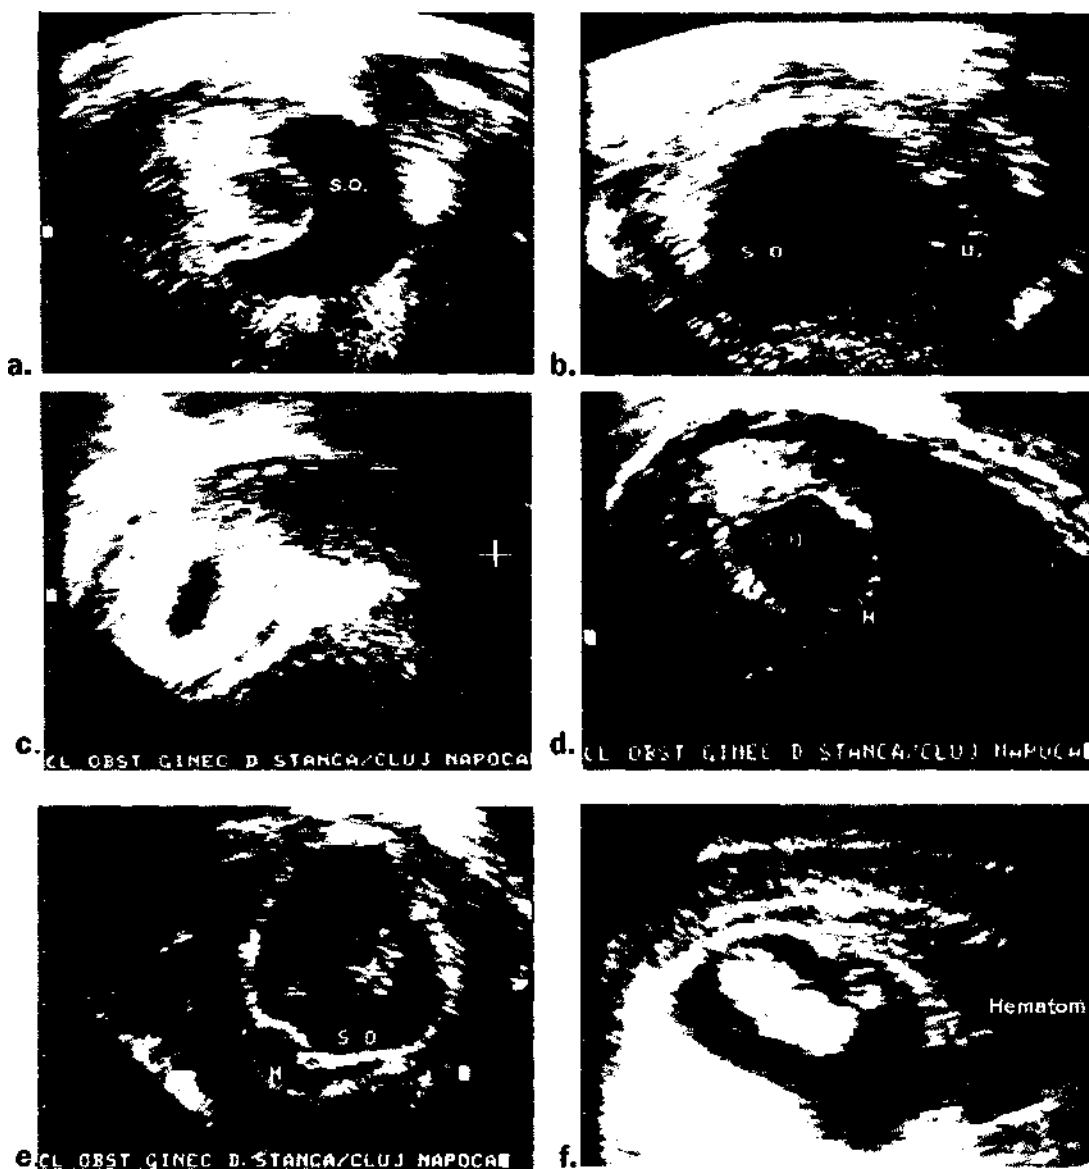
Anomalii ecografice
